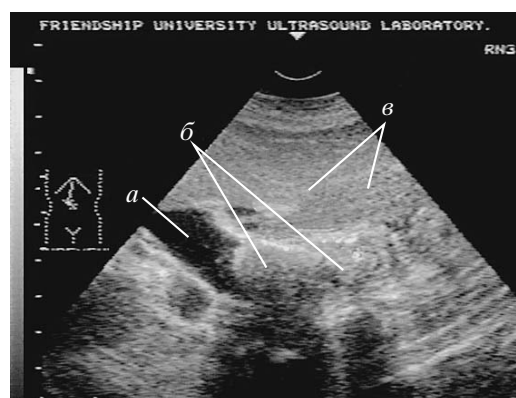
Ультразвуковая томограмма больного С. Показаны прямые признаки стеноза большого дуоденального сосочка: *a* – общий желчный проток; *б* – головка поджелудочной железы; *в* – двенадцатиперстная кишка; *г* – стеноз большого дуоденального сосочка.
